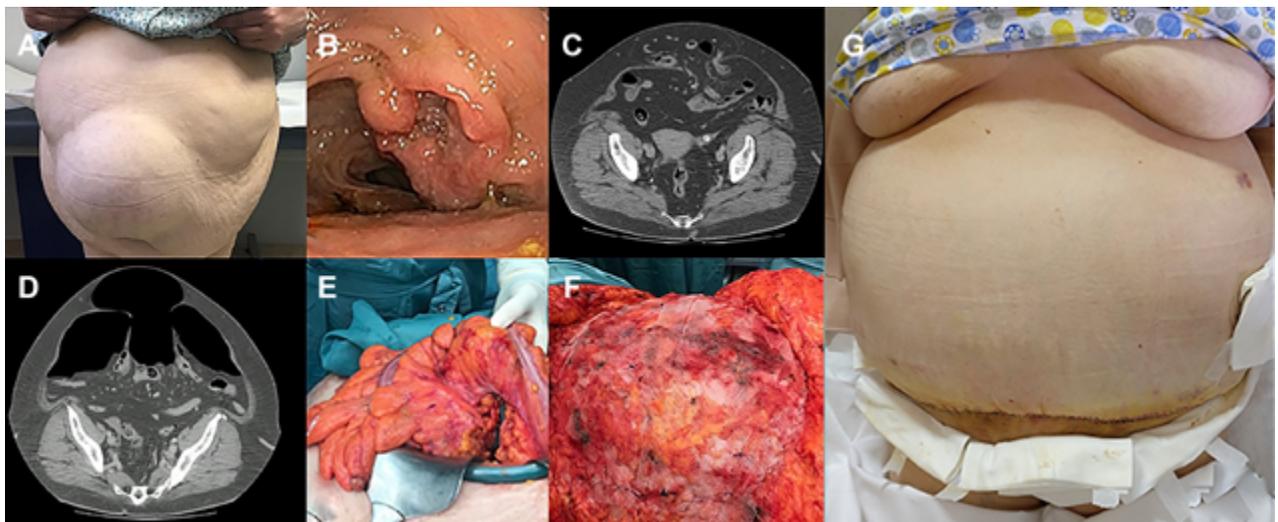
A) Valoración clínica preoperatoria. B) Visión endoscópica de neoplasia de colon. C) TC preTBA + NPP. D) TC post TBA + NPP. E) Sigmoidectomía. F) Malla de polipropileno onlay. G) Resultado postoperatorio.
